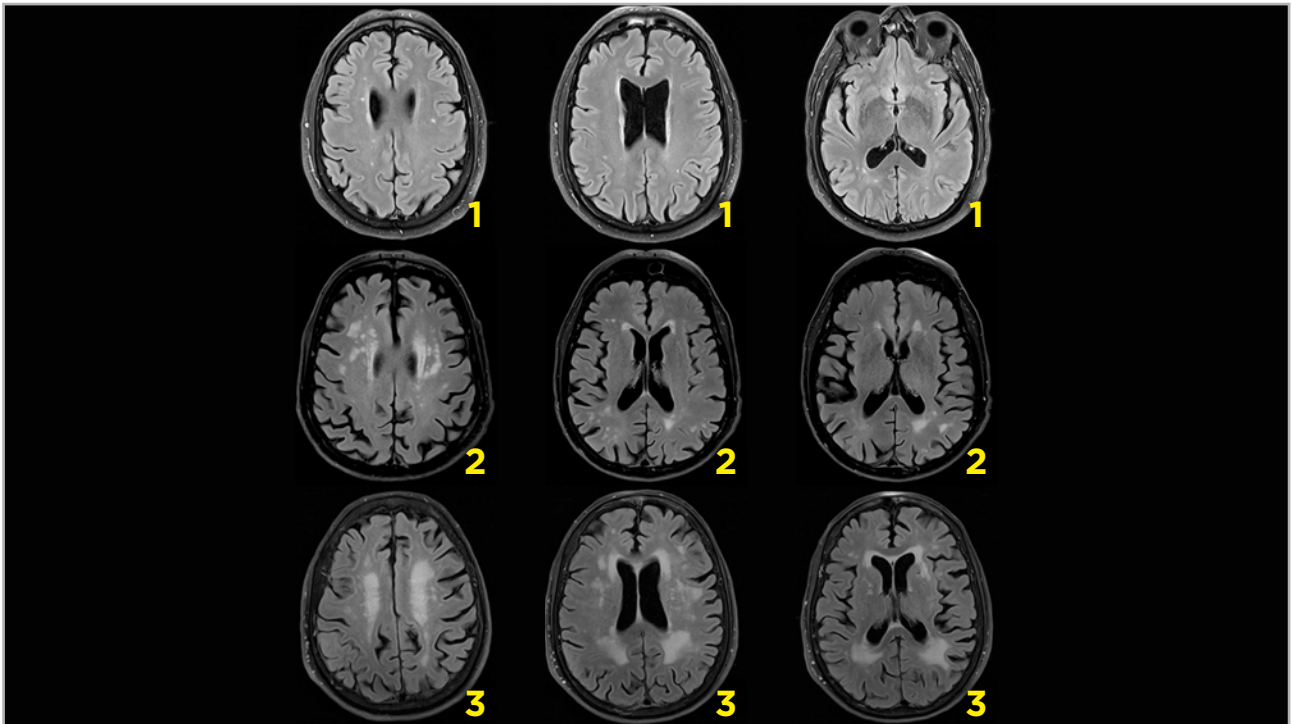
Resonancia magnética (RM) FLAIR. Hiperintensidades de la sustancia blanca. Escala visual de Fazekas: 1) lesiones puntiformes múltiples; 2) lesiones parcheadas confluentes; 3) lesiones difusas.
